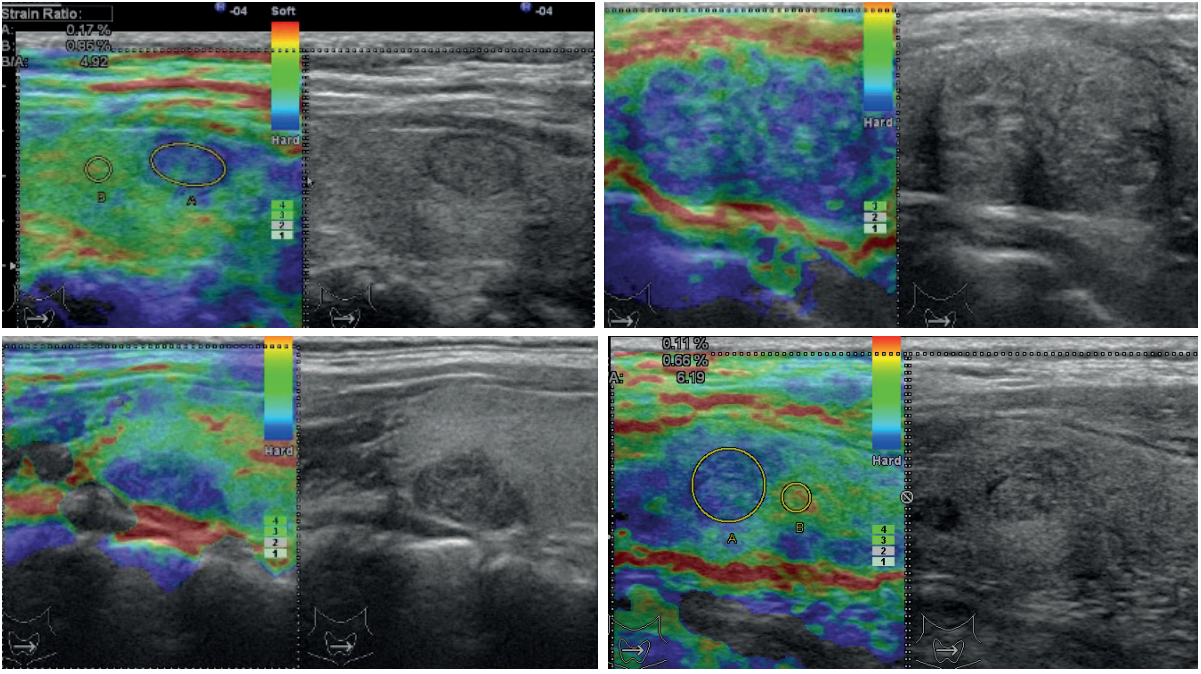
Elastosonografi sırasında önerilen optimal baskı düzeyinin ekranda görünümü
